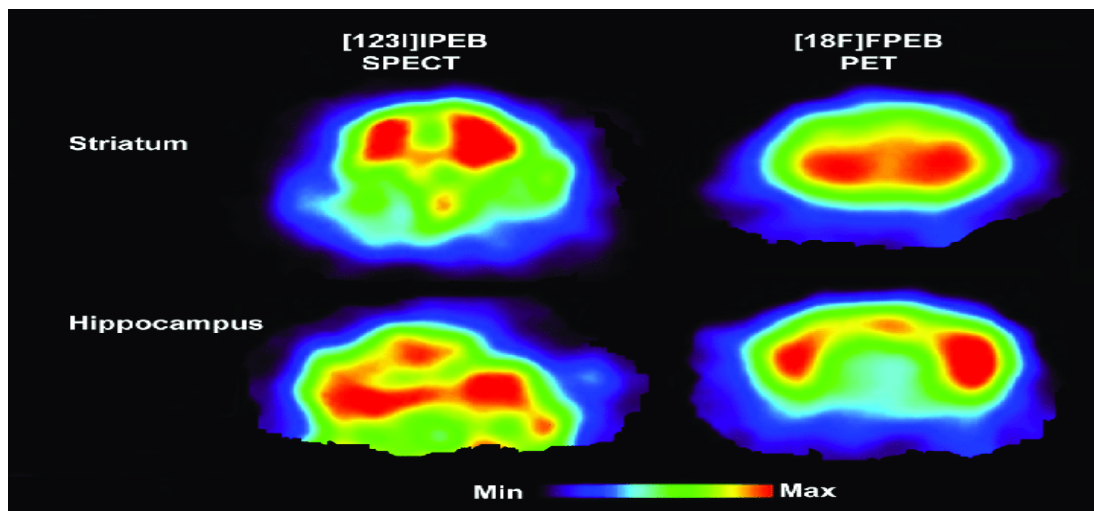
SPECT du cerveau. [26]
